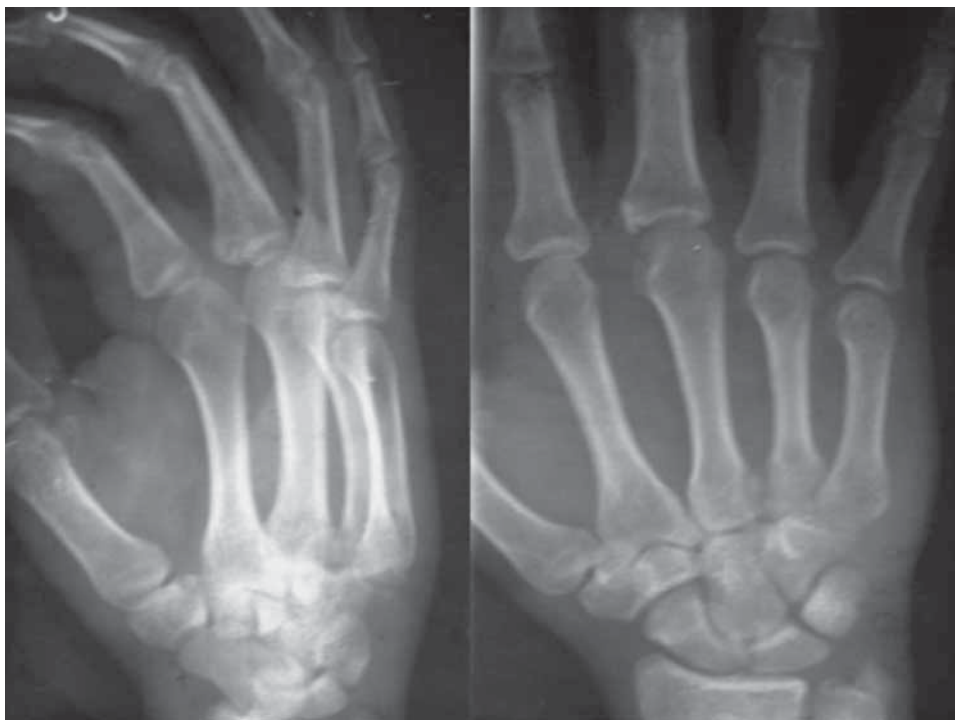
Radiografías AP y oblicua de mano izquierda. Se observa luxación dorsal de la base del 4° metacarpiano.
